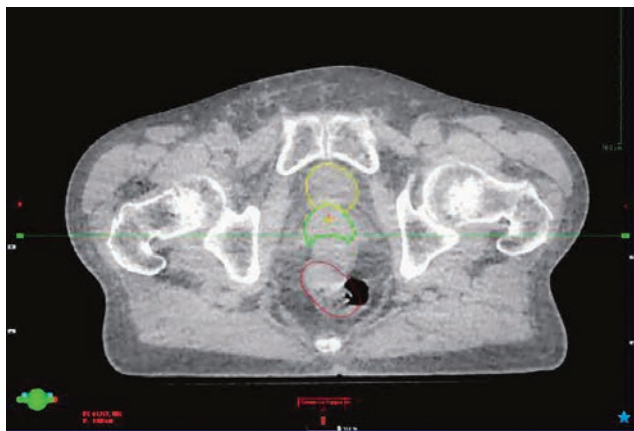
治療照射前CBCT画像 (Axial plane)
